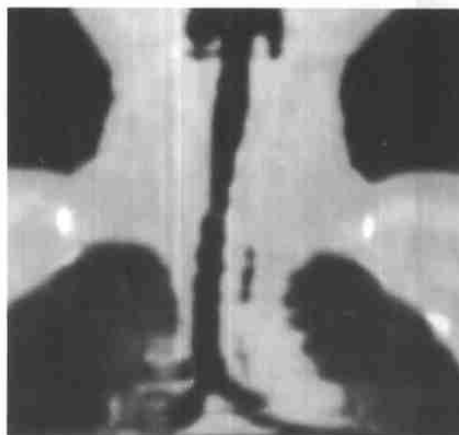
气管性支气管螺旋CT平扫, 最小密度投影重建显示气道形态见右上叶支气管直接开口于气管, 气管中段轻度局限性狭窄。
